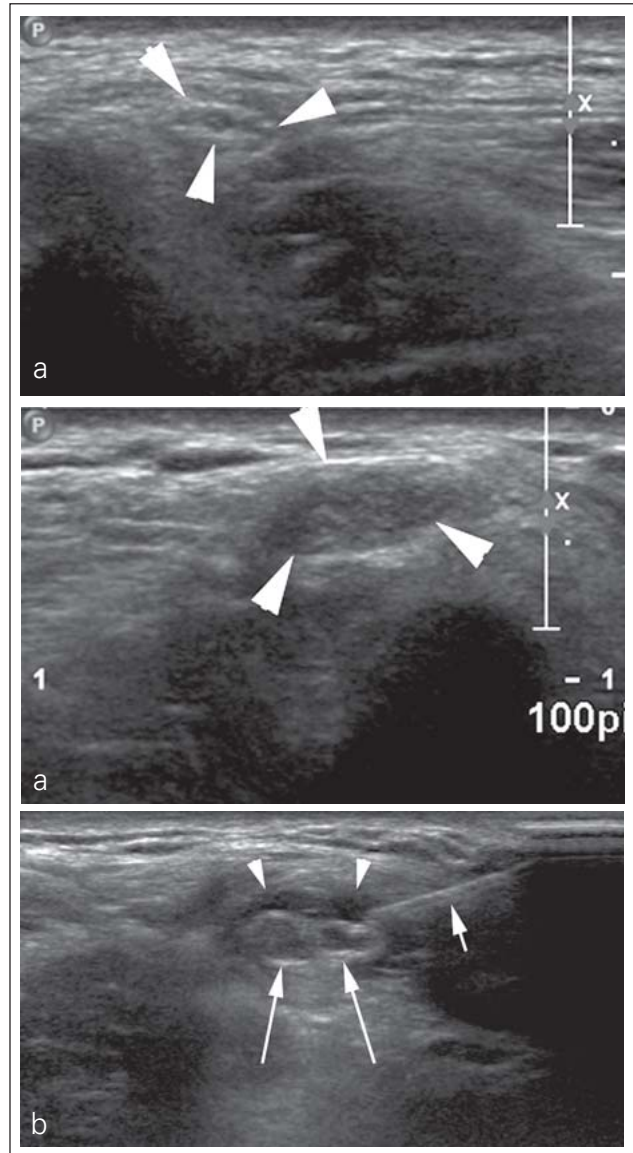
(a) Sonographischer Querschnitt durch den Nervus cutaneus femoralis lateralis (Pfeilspitzen) im Seitenvergleich. Der Nerv der linken Seite ist massiv ödematös verdickt. (b) Sonographisch gezielte Cortison-Instillation an den Nerv (lange Pfeile). Kurzer Pfeil = Nadel; Pfeilspitzen = verteiltes Cortison.
